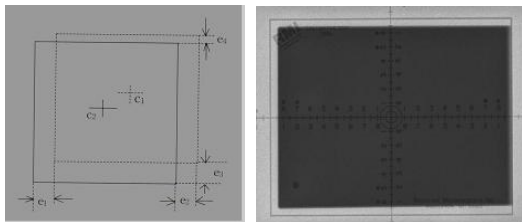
광조사야와 실제X선 조사야의 측정 및 불일치 영상
